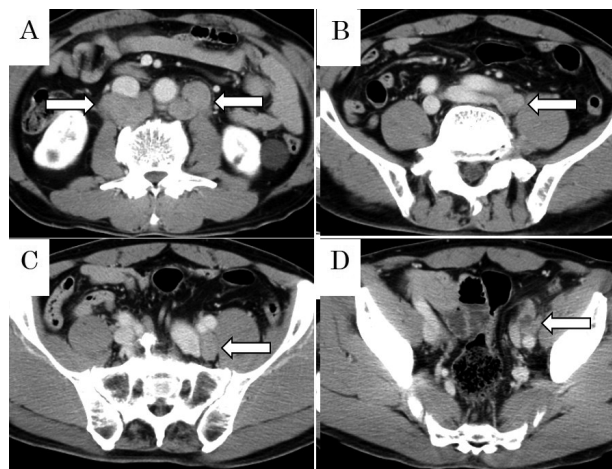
Enhanced CT images showing (A) para-aortic, (B) left common iliac, (C) left internal iliac, and (D) left external iliac lymph node metastases.
